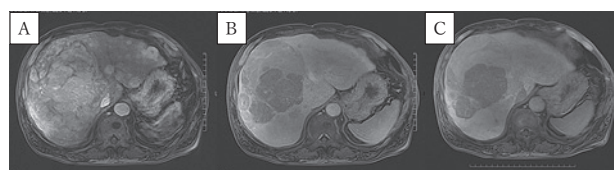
EOB-MRI (A: 動脈相 B: 平衡相 C: 肝細胞相)
